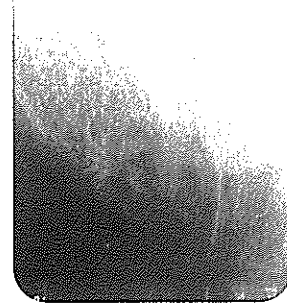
D4 골의 방사선 사진으로 약긴만 과한상하여도 거의 검게 나타난다
